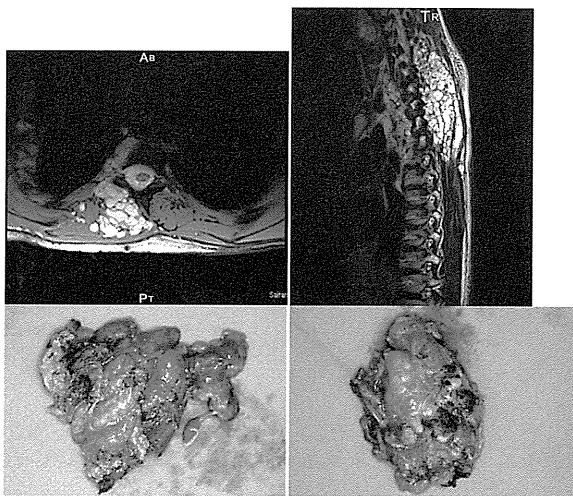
nodular PNF (paraspinal nodular PNF) のMRI
